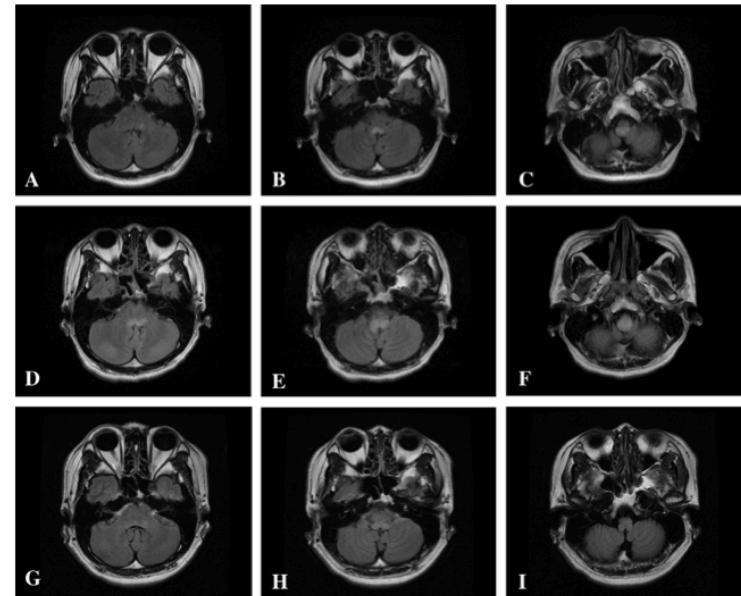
Axial T2-weighted fluid attenuated inversion recovery brain MRI showing an asymmetrical high signal intensity lesion involving the lower pons, medulla and cervicomедullary junction in initial images (A-C). The lesion increased when the patient's neurological status deteriorated after admission (D-F). Follow-up images 2 years after antibiotic treatment showing a decrease in the size of the lesion (G-I).
